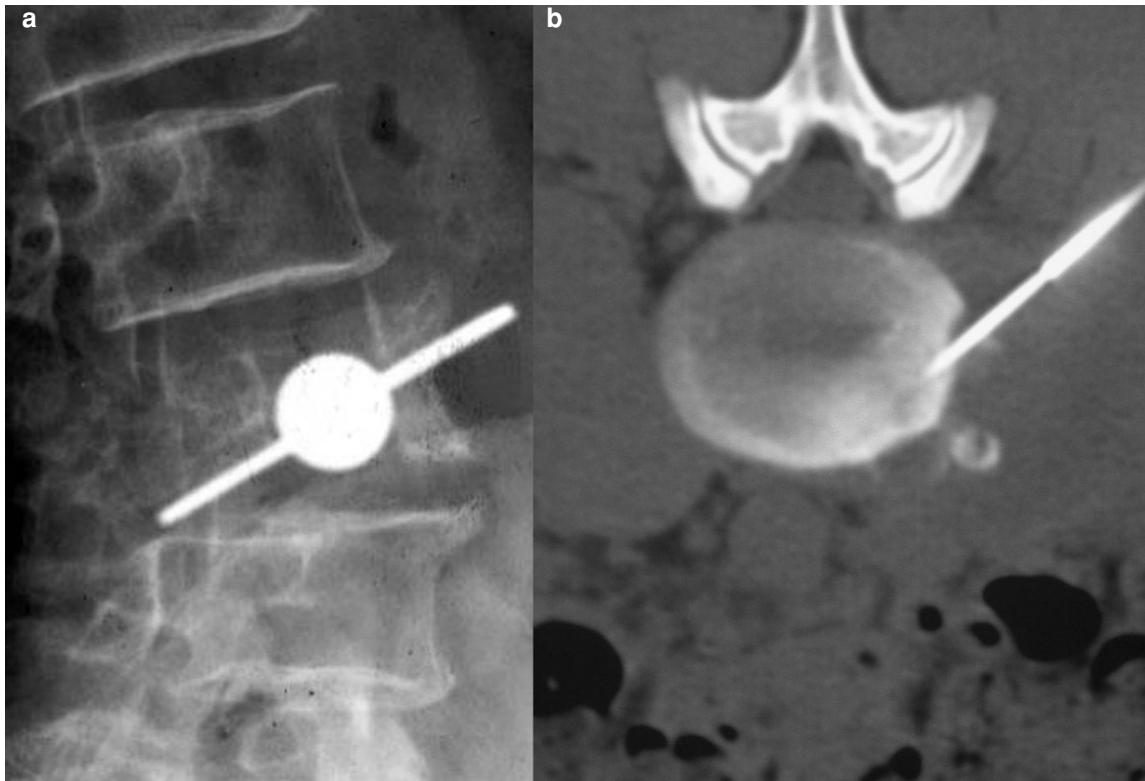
Biopsie postéro-latérale sous contrôle scopique (a) et TDM (b).
